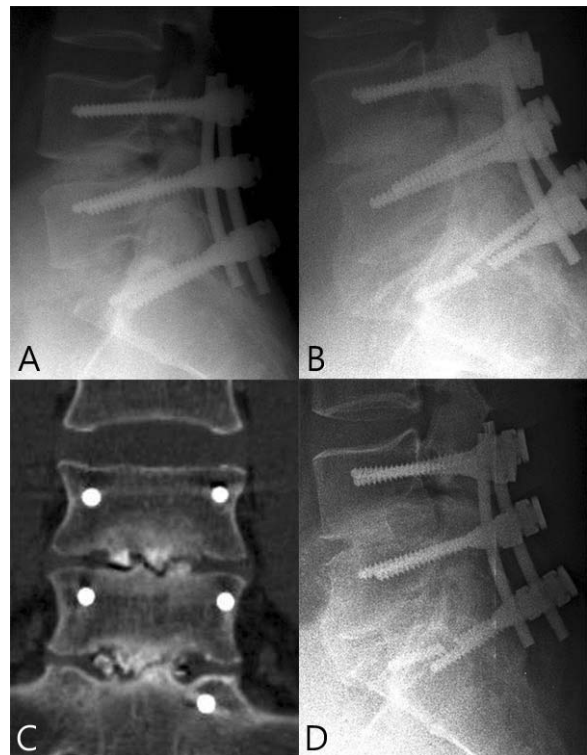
A 34-year-old man underwent disc excision and posterior lumbar interbody fusion. (A) A postoperative radiograph shows posterior lumbar interbody fusion on L4-S1 levels. (B) Postoperative radiograph taken 5 years after the surgery shows S-1 pedicle screw breakage on S1. (C) A postoperative CT scan at 5 years after the surgery shows nonunion on L4-5 & L5-S1 levels. (D) Postoperative radiograph taken 1 year and 2 months after anterior lumbar interbody fusion shows bone union.
